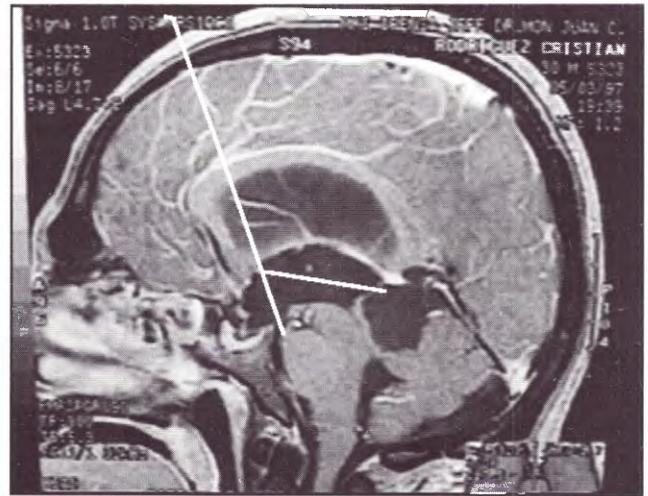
IRM: se han marcado los trayectos para ventriculostomía del III y cistostomía.
